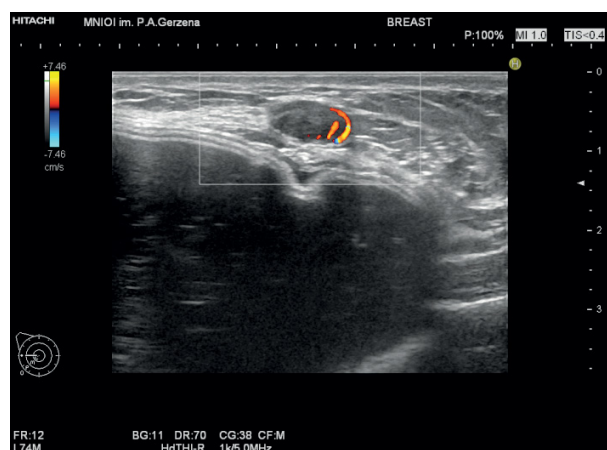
Рецидив рака в молочной железе (УЗИ).
